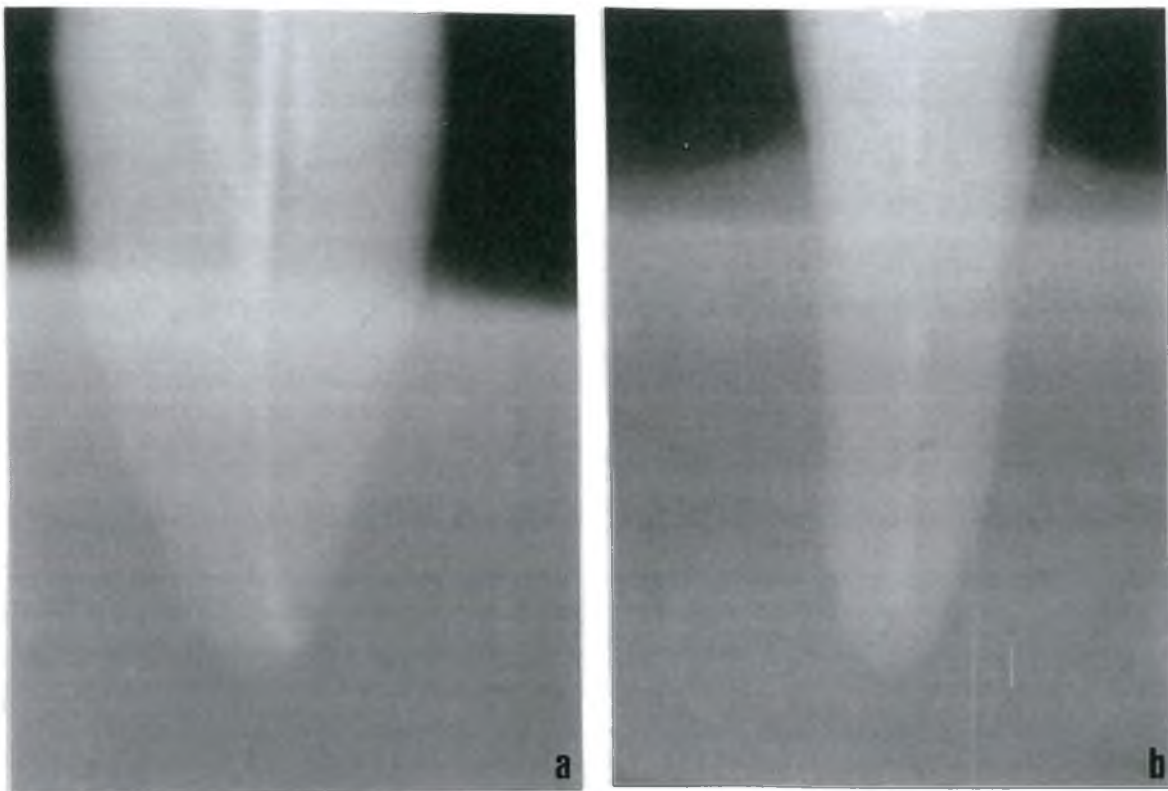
Radiografias realizadas em diferentes dentes no momento em que o nível "apex" foi alcançado pela ponta da lima: a) sentido méso-distal; b) sentido vestibulo-lingual.
